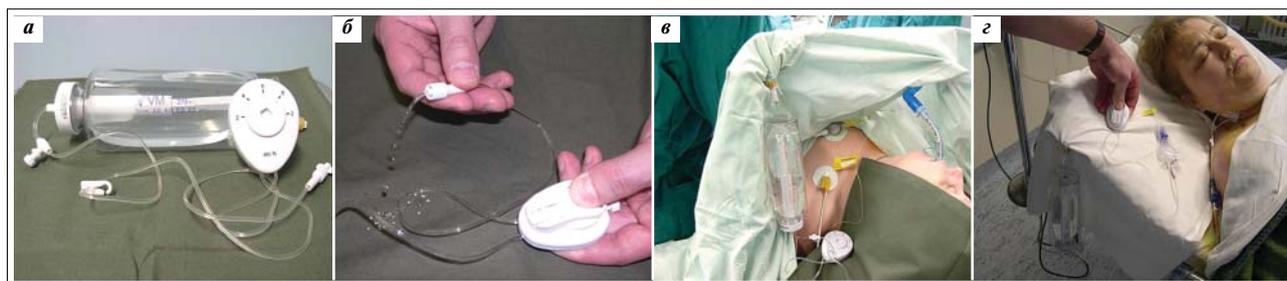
Одноразовая инфузионная помпа для выполнения продленной ЭА: а – внешний вид; б – принцип работы болуса; в – применение во время операции (экономия инфузоматов); г – использование после операции
